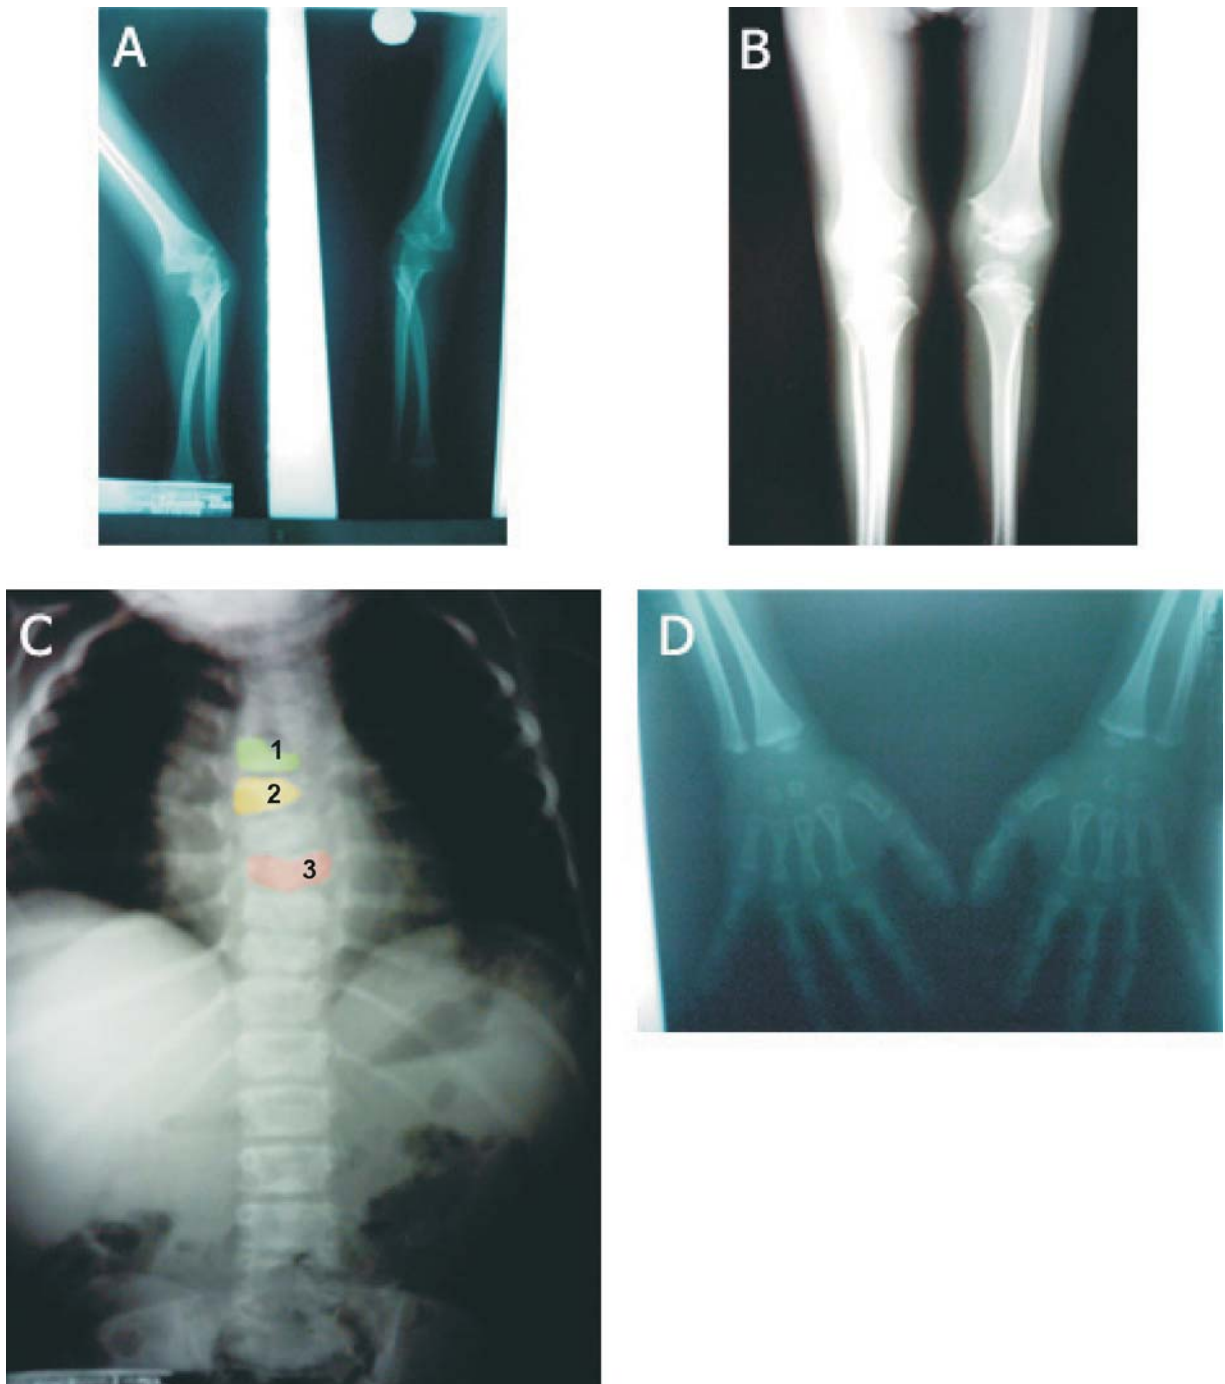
Radiología. A, B) Radiografías de codo y rodilla muestran engrosamiento de la cortical ósea, se evidencian ensanchamientos epifisarios y metafisarios considerables y pérdida de la mineralización ósea más acentuada en las epífisis. C) Columna vertebral: asimetría entre las vértebras torácicas, desmineralización en hemivértebra (1); vértebra en cuña (2); vértebra en mariposa (3). D) Edad ósea de 2 años 8 meses para una edad cronológica 8 años 1 mes (retraso importante de la maduración ósea).
